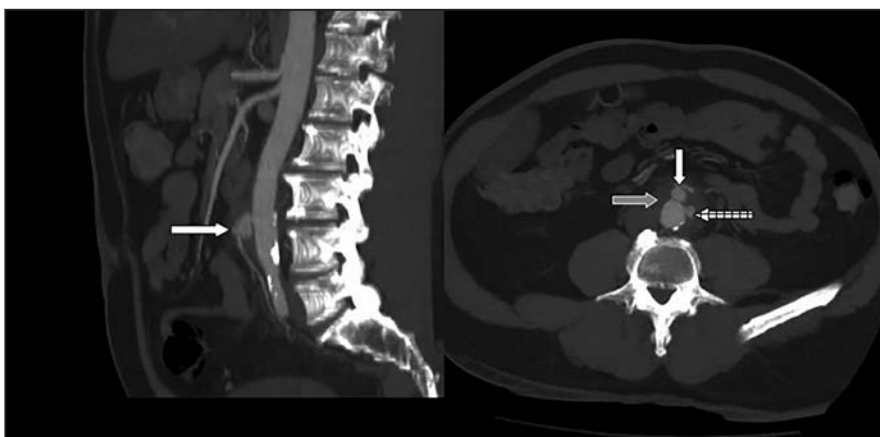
Компьютерная томограмма до операции. Белыми стрелками указана аневризма нижней брыжеечной артерии; заштрихованной стрелкой – аневризма аорты; серой стрелкой – пери-аортальный отёк.
